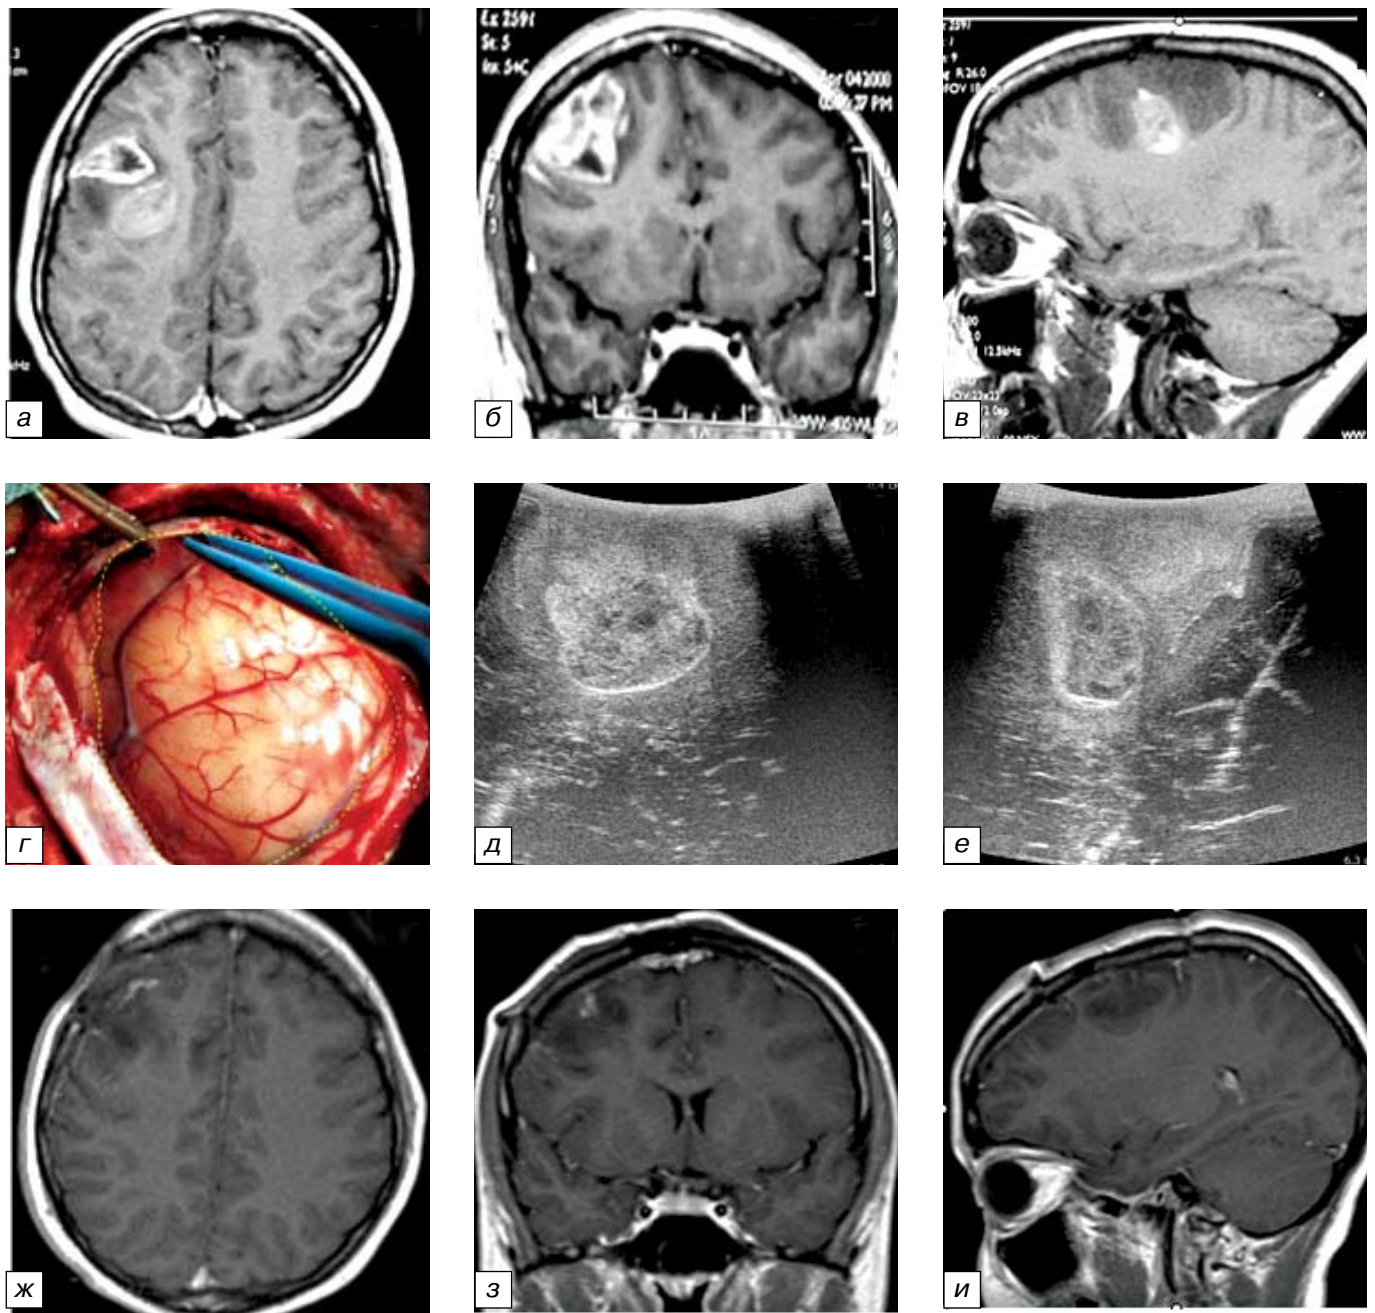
МРТ до операции, интраоперационная фотография, ИС и МРТ через 12 часов после операции пациентки с глиобластомой правой лобной доли: *а* — T1-взвешенное изображение МРТ головного мозга с контрастированием в аксиальной проекции пациентки с глиобластомой правой лобной доли. Определяется неправильной формы образование, состоящее из двух узлов, хорошо накапливающее контрастное вещество по периферии; *б* — T1-взвешенное изображение МРТ головного мозга с контрастированием в коронарной проекции; *в* — T1-взвешенное изображение МРТ головного мозга с контрастированием в сагиттальной проекции; *г* — интраоперационная фотография (увеличенная в размерах извилина в проекции опухоли), *д, е* — интраоперационная сонография той же пациентки в двух взаимоперпендикулярных плоскостях. Определяется гиперэхогенная опухоль, плохо отграниченная от окружающей ткани мозга, с неровными контурами и нечеткими границами. В опухоли определяются гиперэхогенные включения (очаги кровоизлияния), вокруг образования выявляется гиперэхогенный отек; *ж* — T1-взвешенное изображение МРТ с контрастированием в аксиальной проекции через 12 часов после операции остаточной ткани опухоли не определяется; *з* — T1-взвешенное изображение МРТ с контрастированием в коронарной проекции через 12 часов после операции остаточной ткани опухоли не определяется; *и* — T1-взвешенное изображение МРТ с контрастированием сагиттальной проекции через 12 часов после операции остаточной ткани опухоли не определяется
